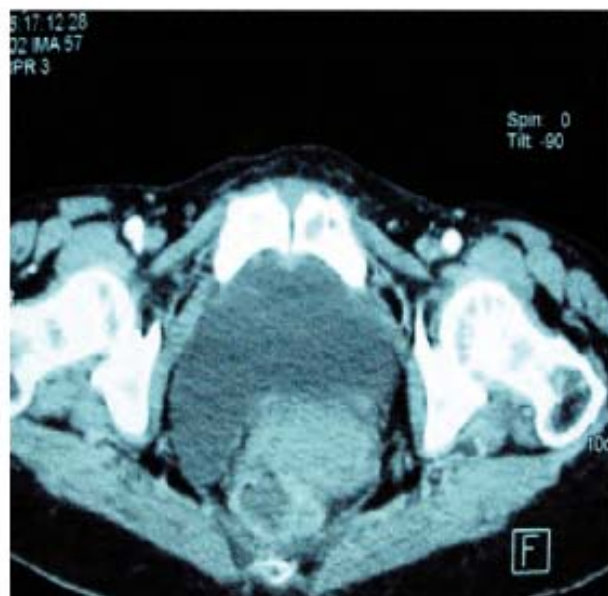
TDM abdominale : épaississement de la paroi rectosigmoïdienne
